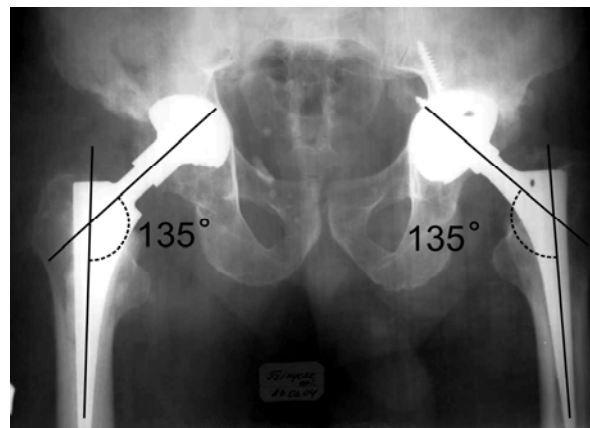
Рентгенограма обох стегнових кісток хворого Б. через шість місяців після заміни правого стегнового компонента на запропонований автором
